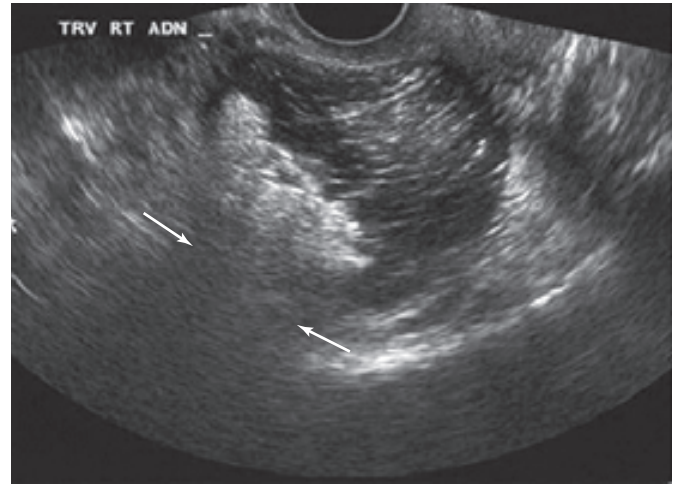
Ecografía transvaginal de un teratoma ovárico que muestra una sombra acústica posterior (flechas). (Cortesía de la Dra. Elysia Moschos.)
